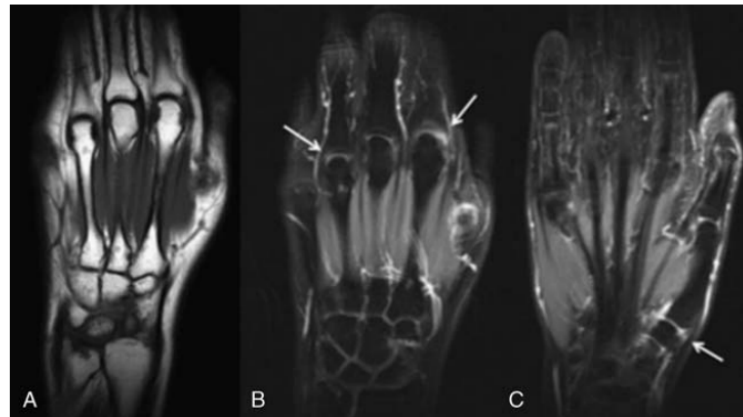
Patient 1: magnetic resonance imaging of the left hand: coronal T1-weighted spin-echo image shows no signs of bone erosion (A). Coronal fat-suppressed gadolinium-enhanced T1-weighted spin-echo images demonstrate signs of mild synovitis (arrows), more evident in the second and fourth metacarpophalangeal joints and in the carpometacarpal of the first finger. Flexor tendon sheaths do not show signs of synovial proliferation (B, C).
